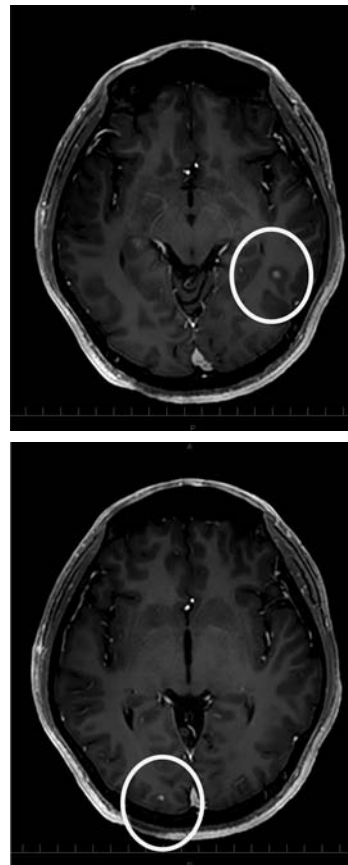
MRI shows two brain metastases (circles). The size of the lesion in the left temporal lobe is 5 mm, and the size of the lesion in the occipital lobe is 3 mm.
